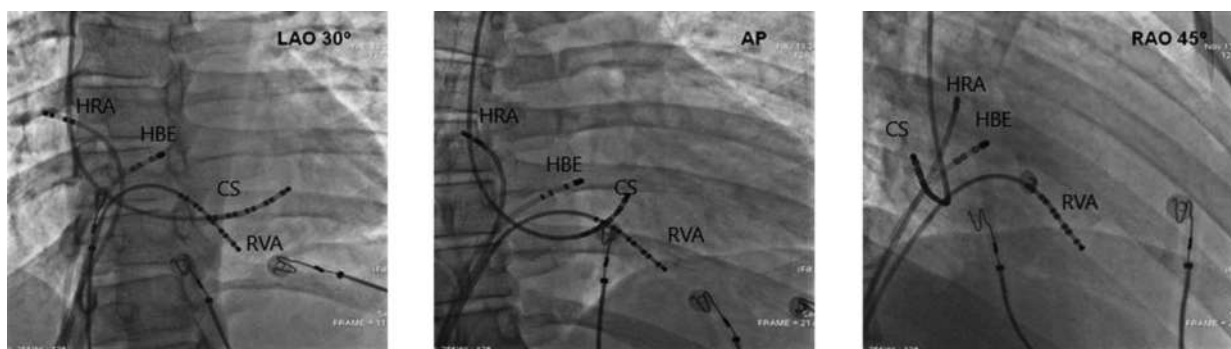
Обзорная рентгенограмма сердца в различных проекциях, визуализирующая расположение электродов в ходе инвазивного ЭФИ.
